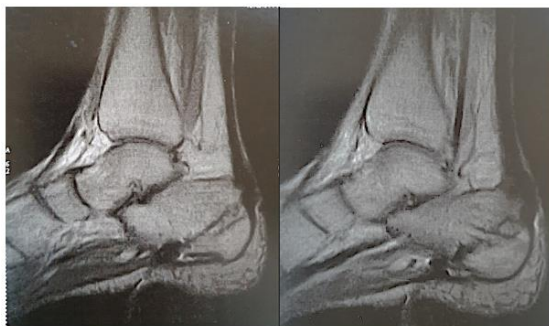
IRM de contrôle de la réinsertion
